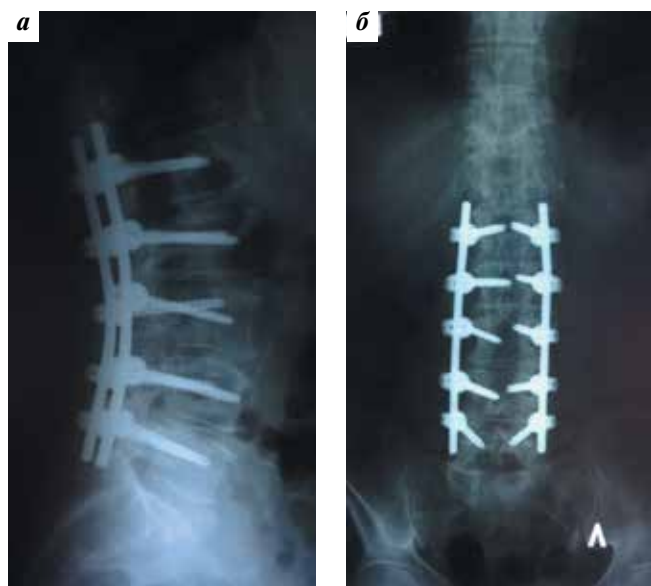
Рентгенография поясничного отдела позвоночника после операции: а – прямая проекция; б – боковая проекция. Декомпрессия позвоночного канала на уровне L3–L4 позвонков (ламинэктомия), транспедикулярная фиксация поясничного отдела позвоночника металлоконструкцией, задний спондилодез аутокостью
